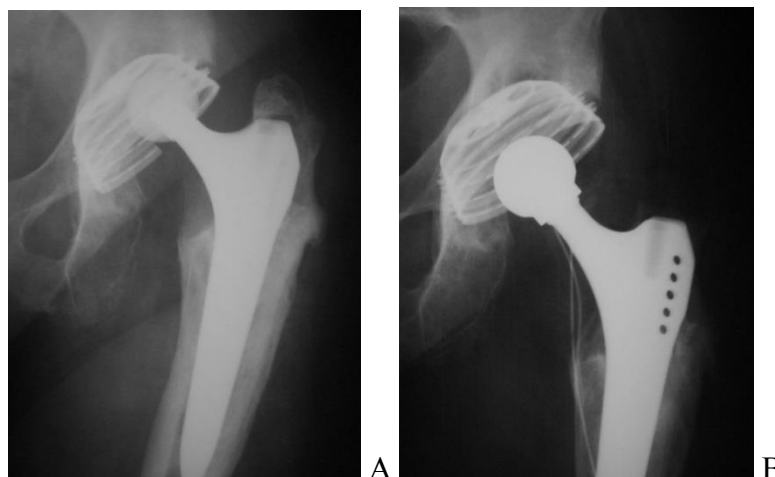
А. Рентгенограмма пациентки М., 70 лет. Вывих эндопротеза левого тазобедренного сустава через 7 лет после первичного эндопротезирования. В. Рентгенограммы после устранения вывиха, проведена замена вкладыша и головки.
